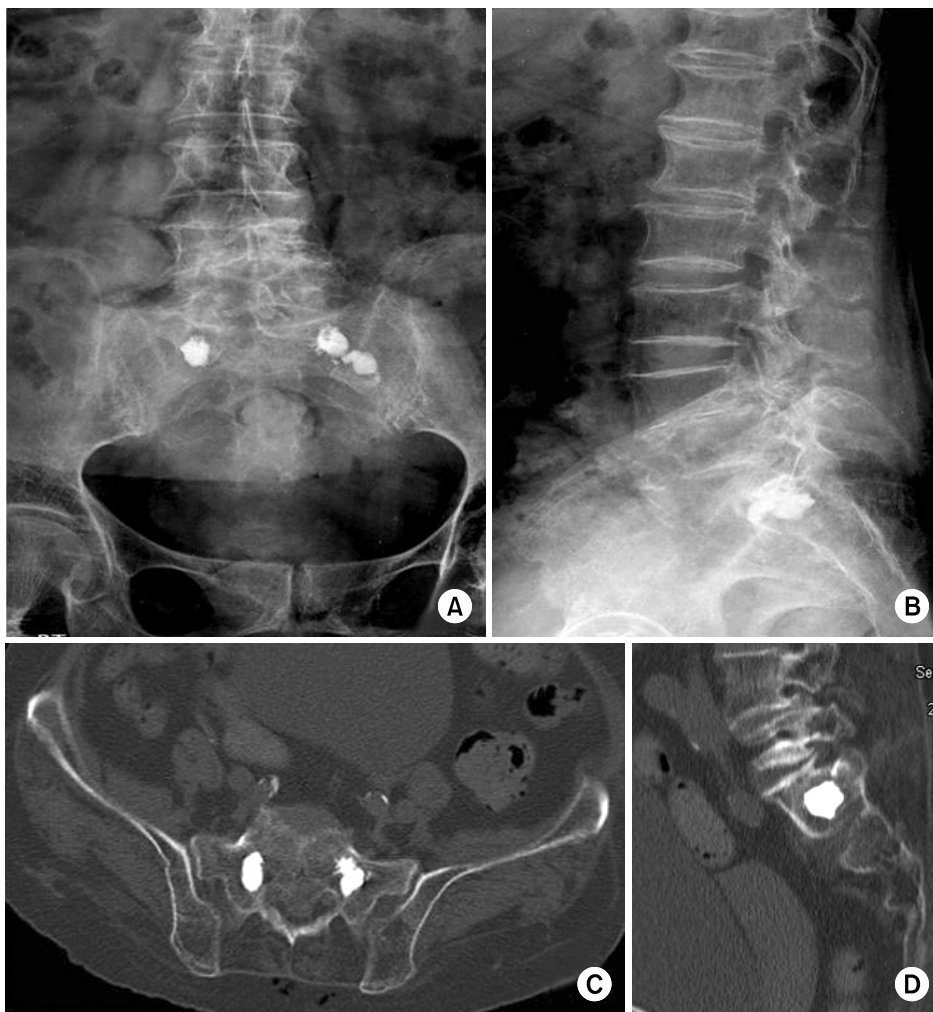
After fluoroscopy-guided balloon-assisted sacroplasty, AP (A) and lateral (B) sacral radiographs, axial (C) and sagittal (D) image of pelvic CT scan show the appearance of cement in the fracture area and no leakage of cement.
